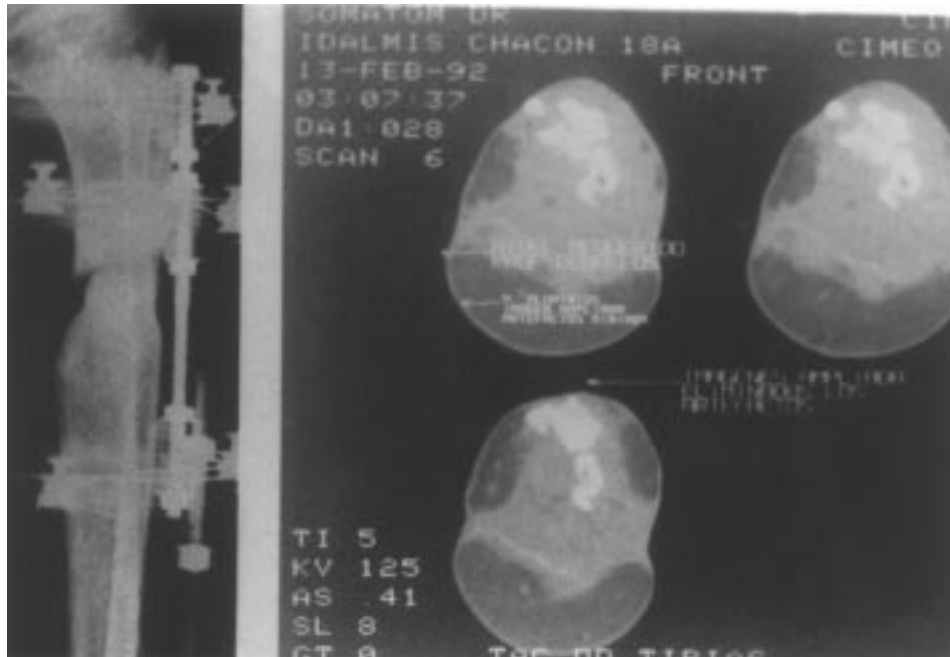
La radiotransparencia del fijador circular, así como su elaboración en material plástico permite una buena visualización del estado del calo óseo y la práctica de una tomografía axial computadorizada para evaluar mejor el estado de la fractura.
